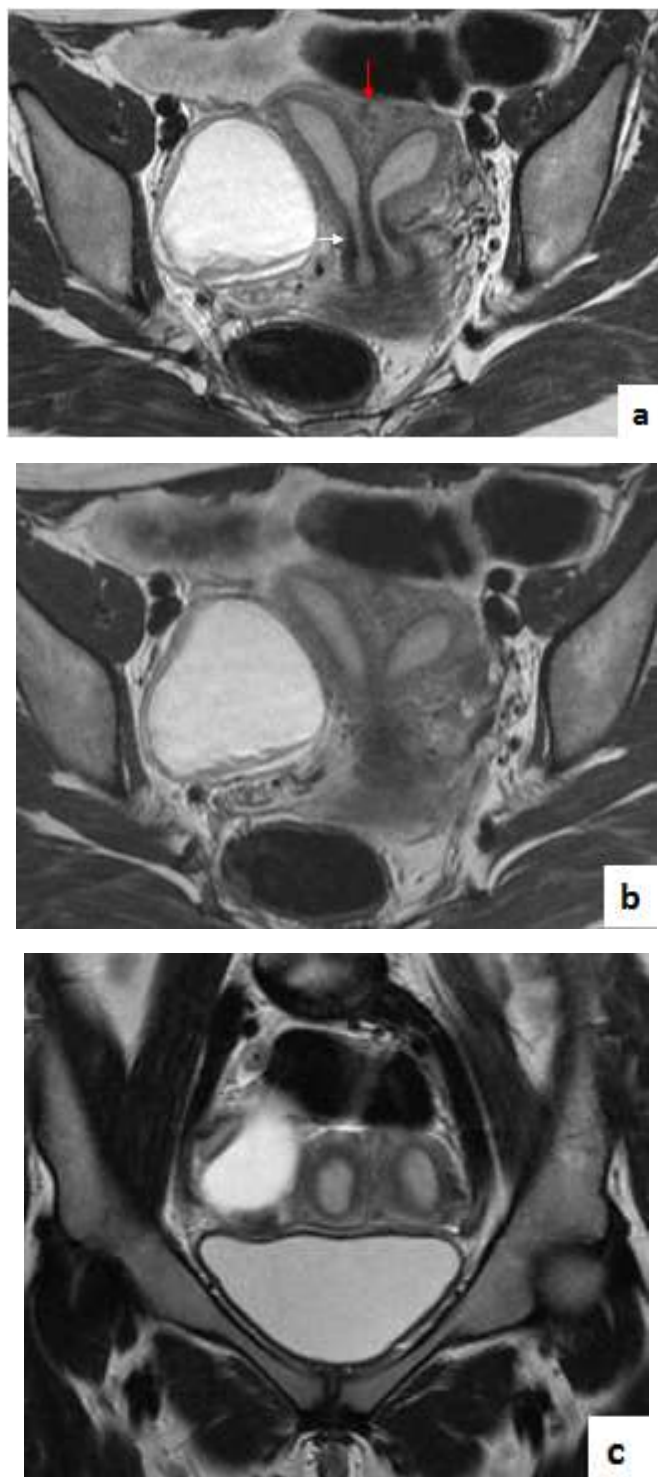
IRM pelvienne en coupes axiales T2 (a,b) et coronale T2 (c) : mettant en évidence une cloison utérine étendue au col utérin (flèche blanche) entourée d'une séreuse commune (flèche rouge) en faveur d'un utérus cloisonné total.
